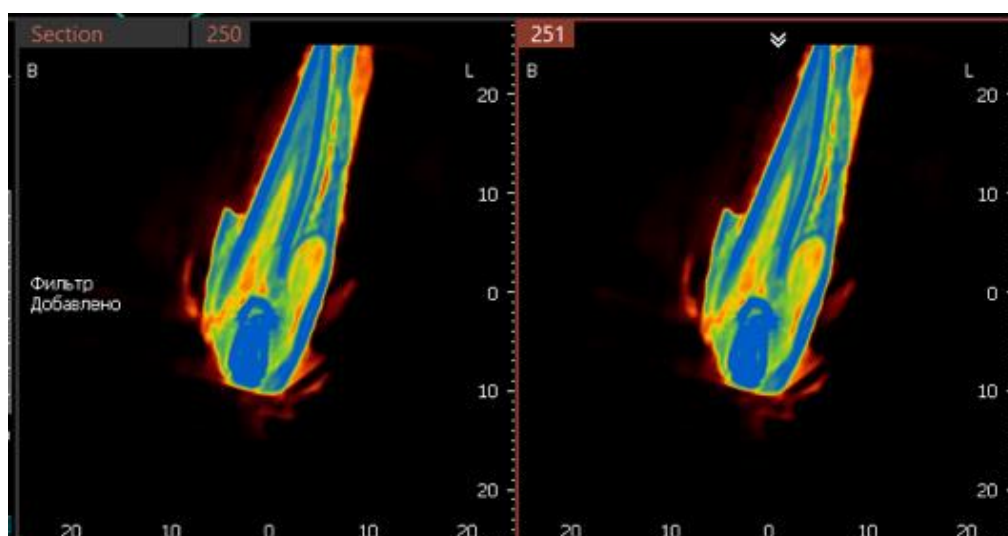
Томограмма на уровне имплантата 2.2, определяется неравномерная плотность костной ткани по периферии имплантата
